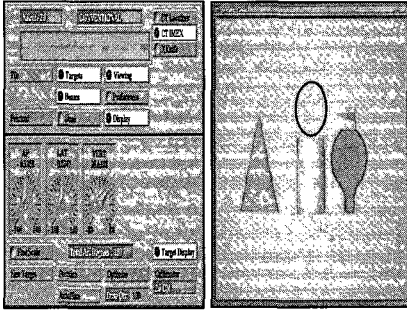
measurement of coordinates for each object (conventional CT)
